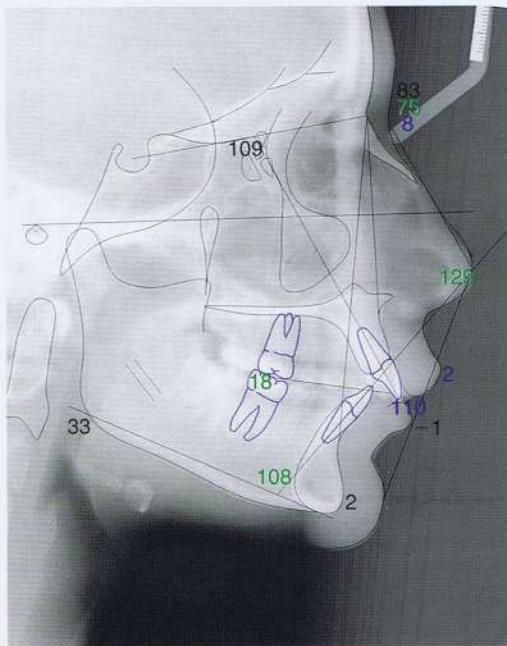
Caso 1. Radiografía cefalométrica lateral con trazado digital.
